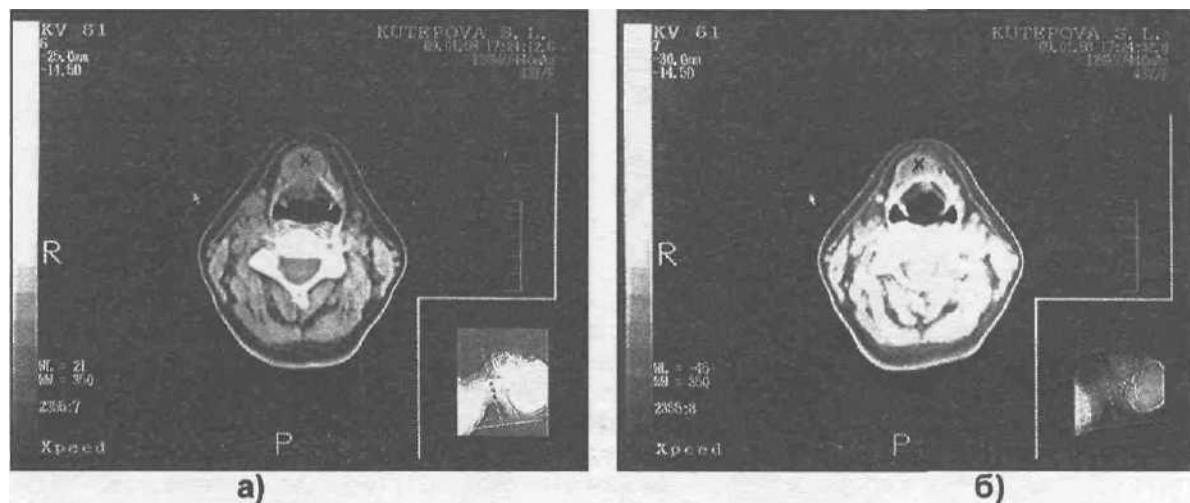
Компьютерная томограмма шеи больной со срединной кистой (а,б — разные уровни срезов).
